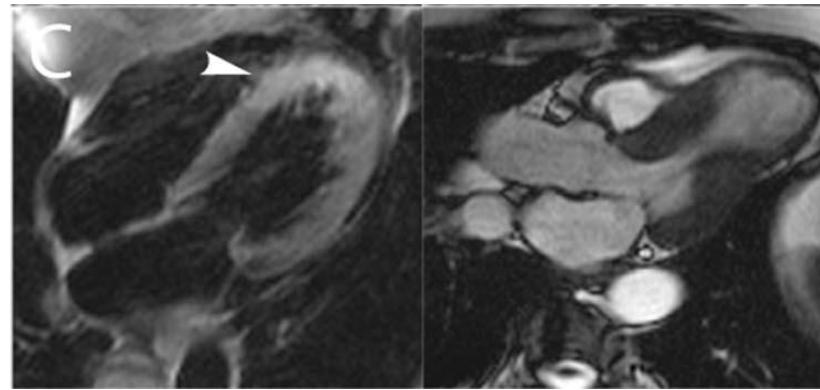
Cardiovascular Magnetic Resonance Identification of Myocardial Edema in a Representative Patient With Stress Cardiomyopathy
